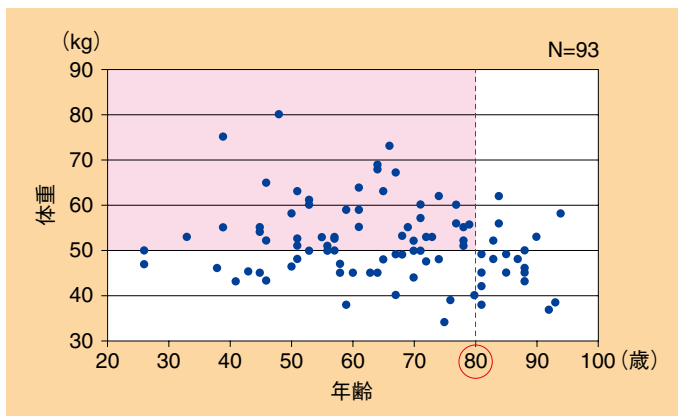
当院で乳がん術前CT検査を施行した患者の体重分布
